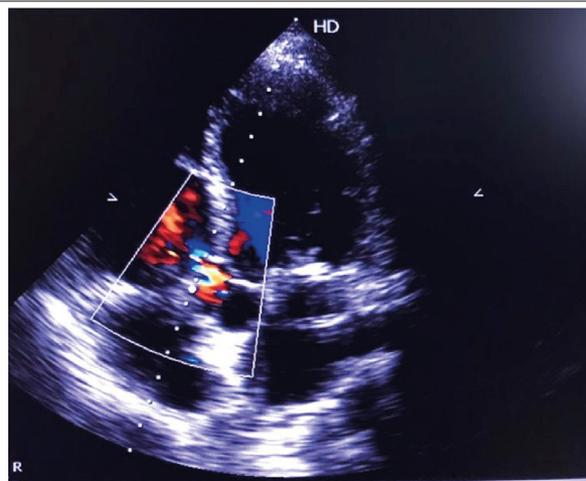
Ecodopplercardiograma janela apical 5 câmaras evidenciando comunicação interventricular perimembranosa.
